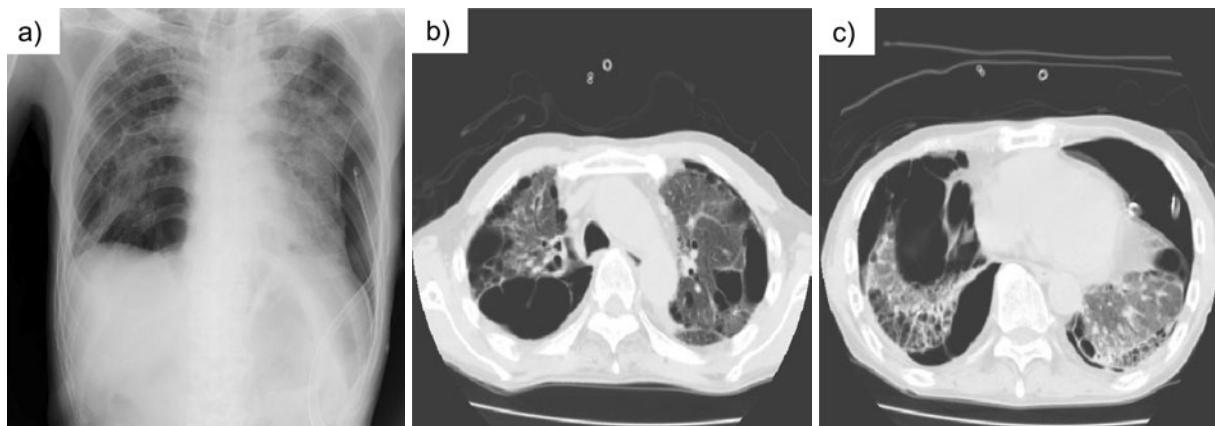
(a) Chest X-ray on admission, showing a left pneumothorax and adhesion of the right lung for irregularity. (b, c) Chest computed tomography on admission, showing multiple bulla and ground-glass appearance in both lung fields and a left pneumothorax.
